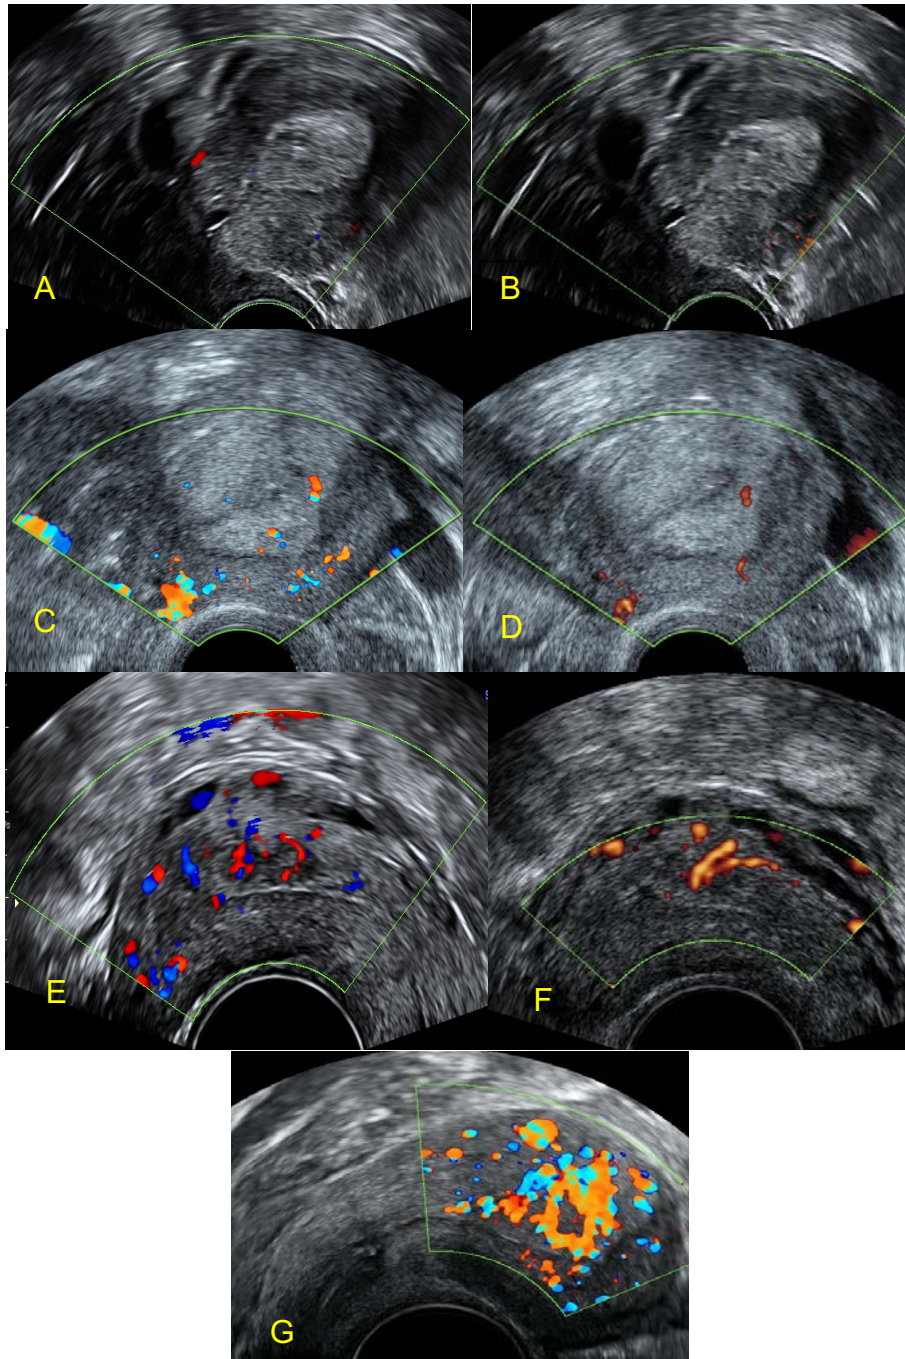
Clasificación de la vascularización del endometrio y de la patología endometrial al estudio Doppler color y/o Power Doppler. A) Score 1; B) Score 1; C) Score 2; D) Score 2; E) Score 3; F) Score 3; G) Score 4.
